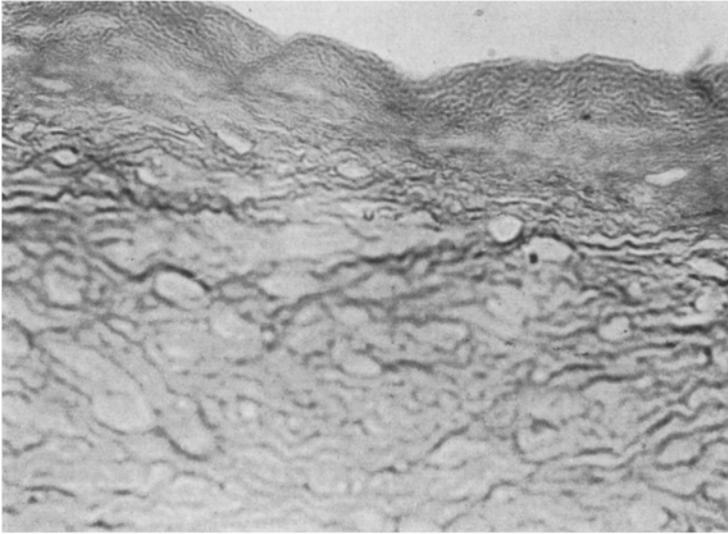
Röntgengeschädigtes, implantiertes Auge, Hornhautmitte vor der Implantation mit Höllenstein geätzt. Das aktinisch gelähmte, chemisch geschädigte (und im Hornhautzentrum ungenügend ernährte) Gewebe ist unfähig zu jeder Reaktion. Die Ätzung hat auch keine Leukoeyten des Wirtstieres angelockt. Genau das gleiche Bild zeigt ein anderes, röntgengeschädigt implantiertes Auge mit Terpentinquaddel, während ein lediglich röntgengeschädigt implantiertes Auge noch abortive Zellformen hervorbringt.
